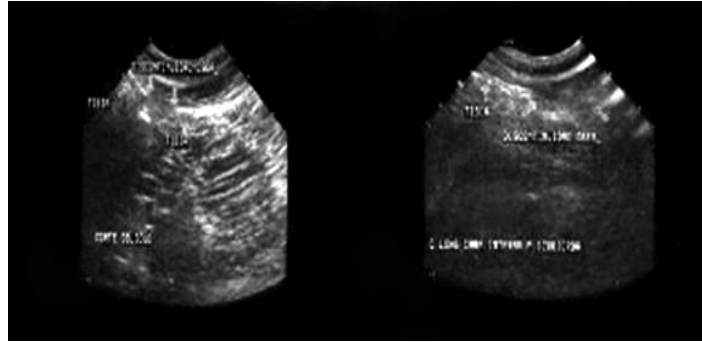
Ultrasonido de la tibia izquierda, donde se observa ruptura de la cortical
